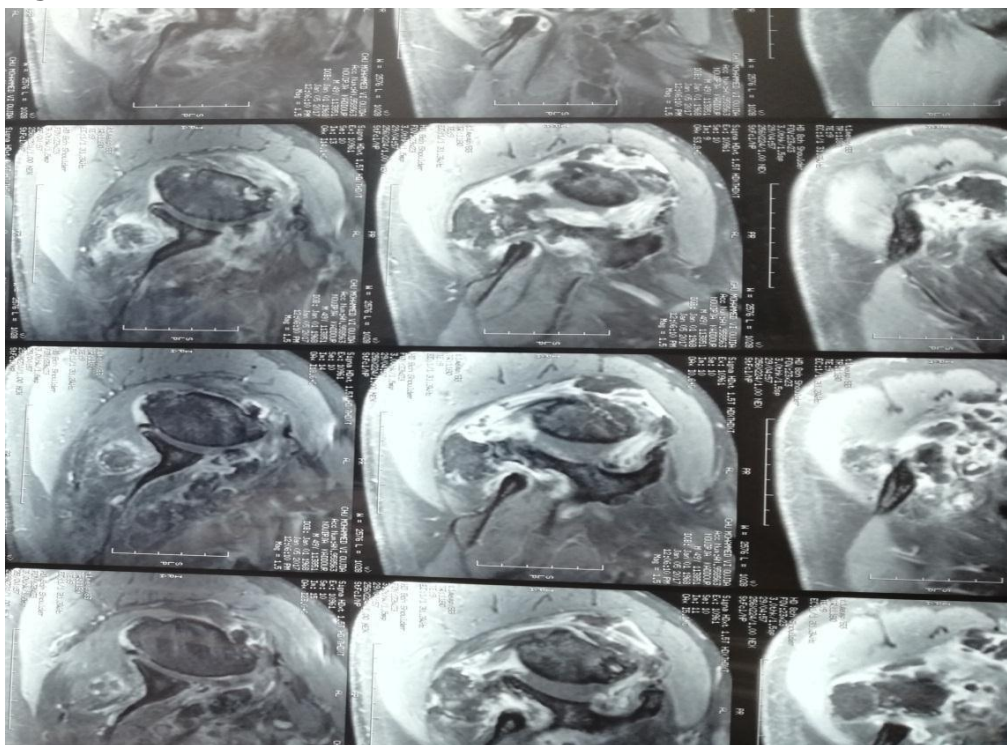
IRM de l'épaule droite montrant :
